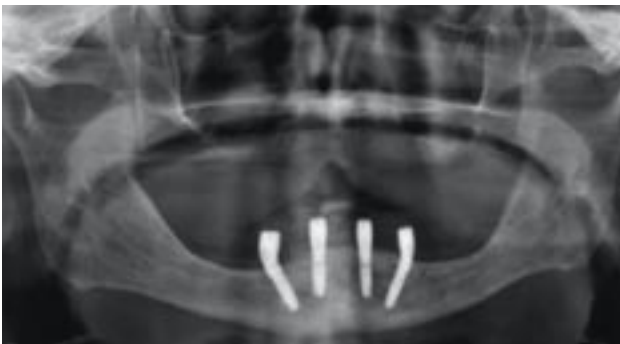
Röntgenkontrolle post OP.
